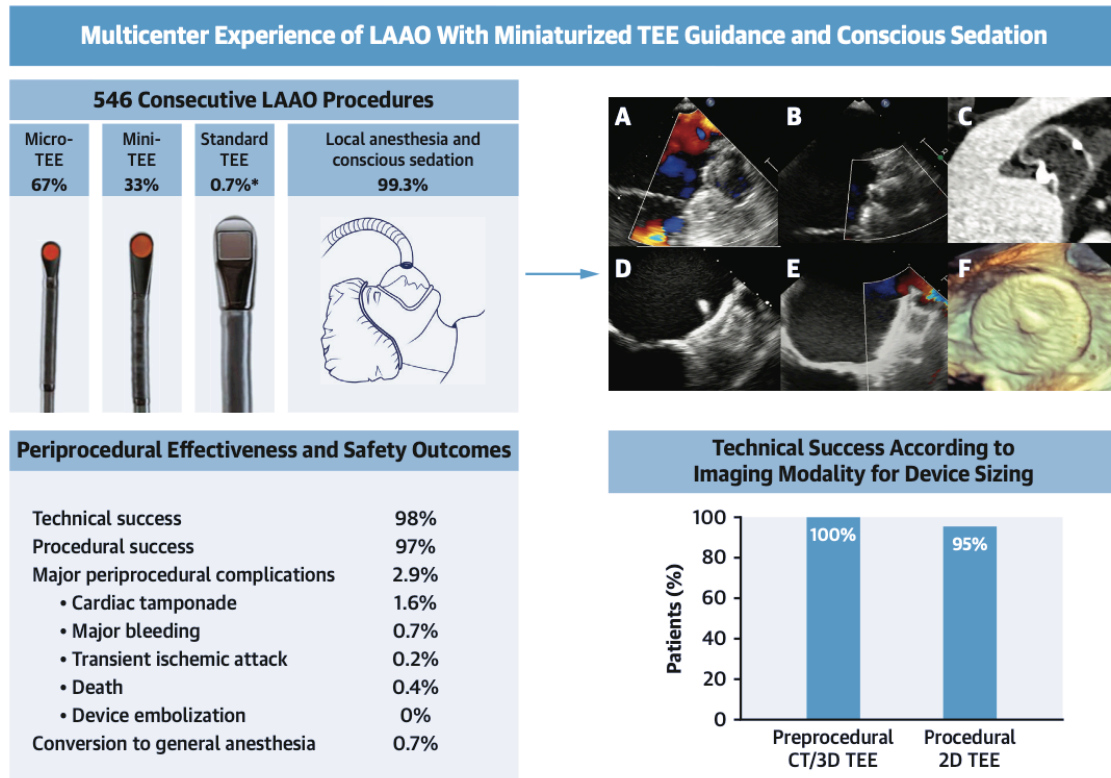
Tipos y características de las sondas de ecocardiograma transesofágico. TEE: Ecocardiograma transesofágico. Adaptado de Aminian A et al. *JACC Cardiovasc Interv.* 2023 Aug 14;16(15):1889-1898.
